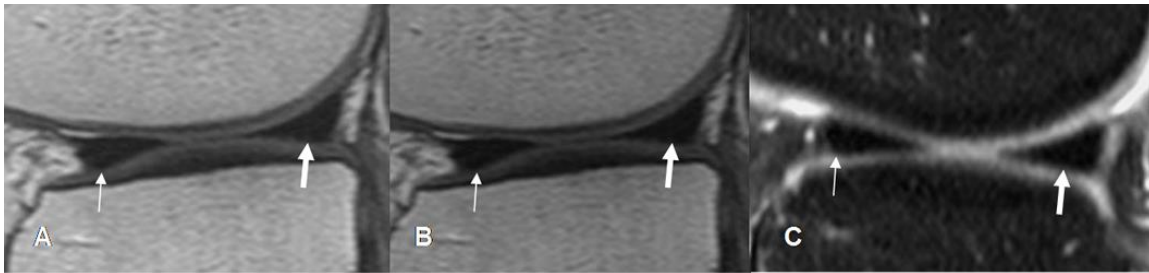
Imagen por resonancia magnética, Meniscos triangulares normales en todas las secuencias se observan en cortes sagitales flechas delgadas cuernos posteriores y flechas gruesas cuernos posteriores. Tomada de "Valoración radiológica de rodilla" <http://osteomuscular.com/RODILLA/valoracionrodilla.html> Noviembre de 2011
